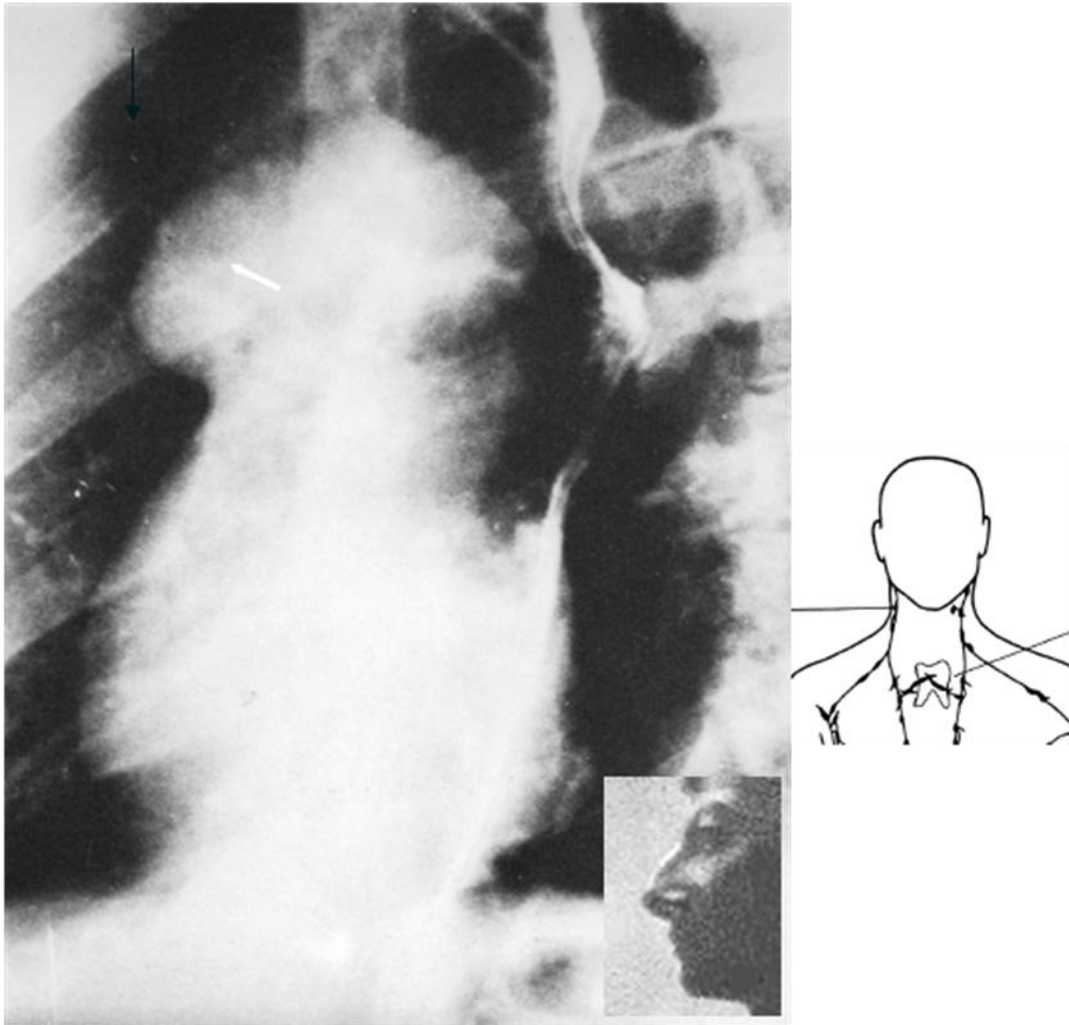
32. Radiografía oblicua anterior izquierda de tórax con bario en el esófago, paciente con timoma en el mediastino anterior que tiene un contorno plano en la porción superior y lobulado en el inferior.
